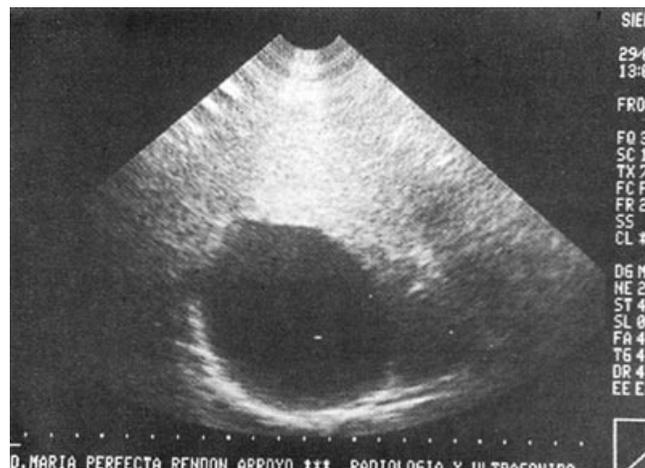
Ultrasonido que muestra imagen quística en el lóbulo derecho del hígado.
